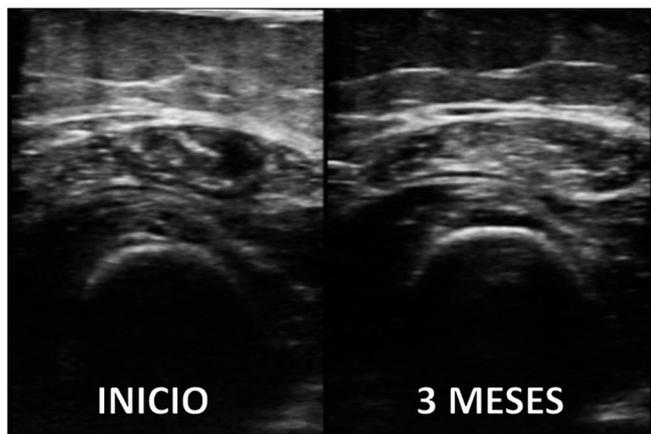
Evolución de la ecografía muscular (corte transversal del recto anterior del cuádriceps)
